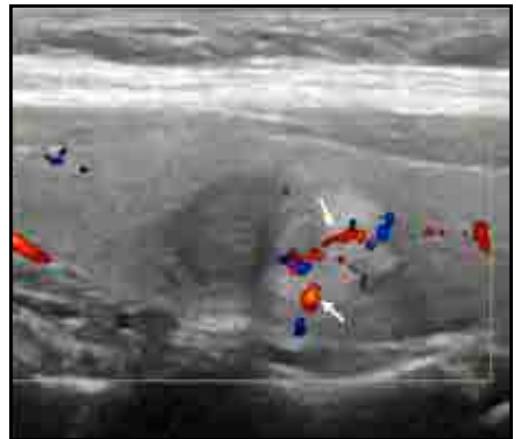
Longitudinal color Doppler sonogram showing more vascularities (arrows) in the hyperechoic part of the lesion consistent with parathyroid adenoma compared to the hypoechoic part of the lesion.
